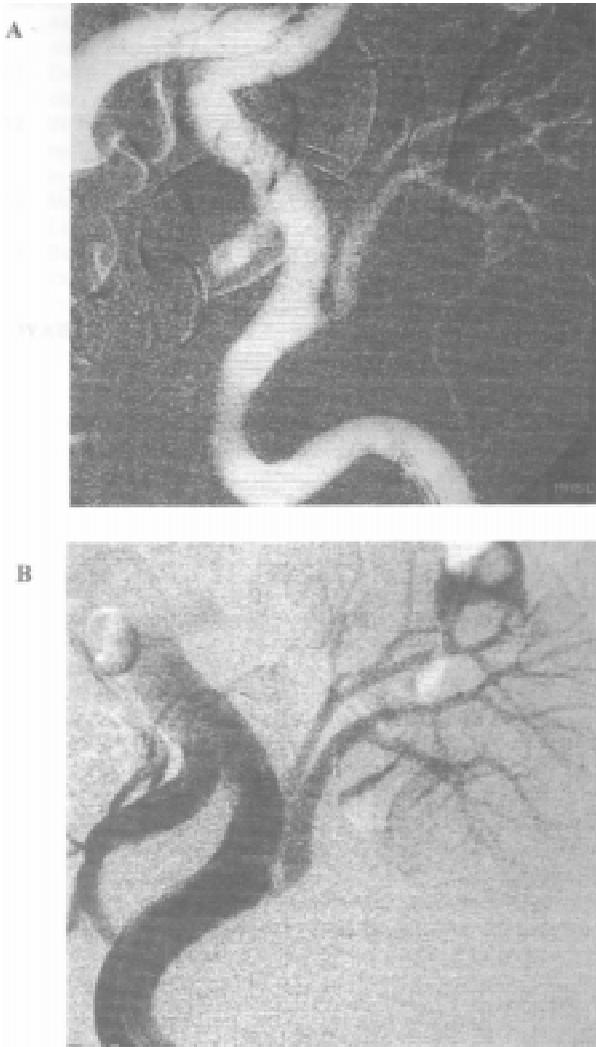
Hipertensión arterial e insuficiencia renal en riñón transplantado con sospecha por ecografía doppler color de estenosis significativa de la anastomosis ilíaca izquierda. A) Confirmada en la angiografía ilíaca de CO₂. B) y selectiva de Gadodiamida.
